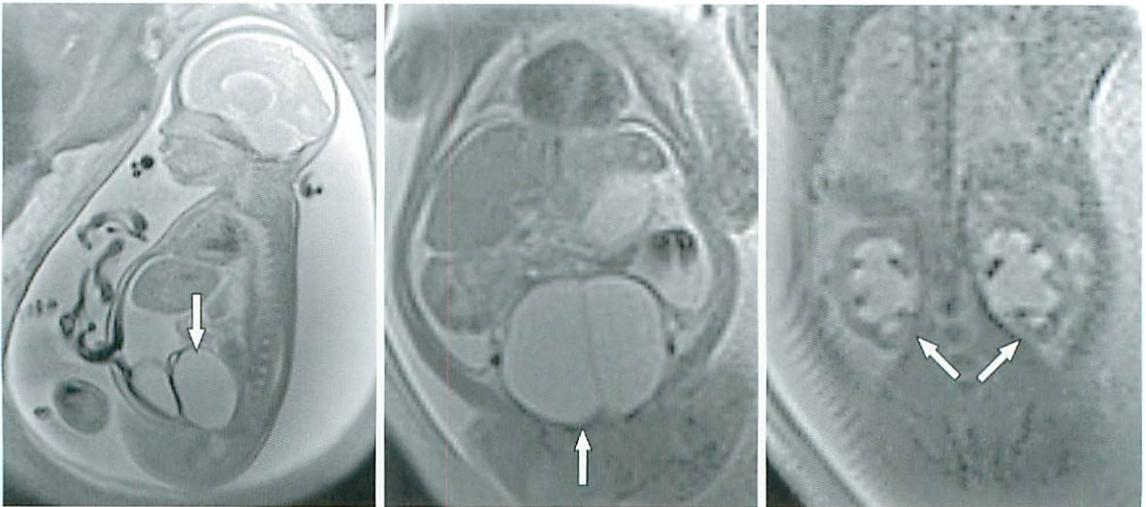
T2-weighted Fetal MR images at 30 weeks' gestation
